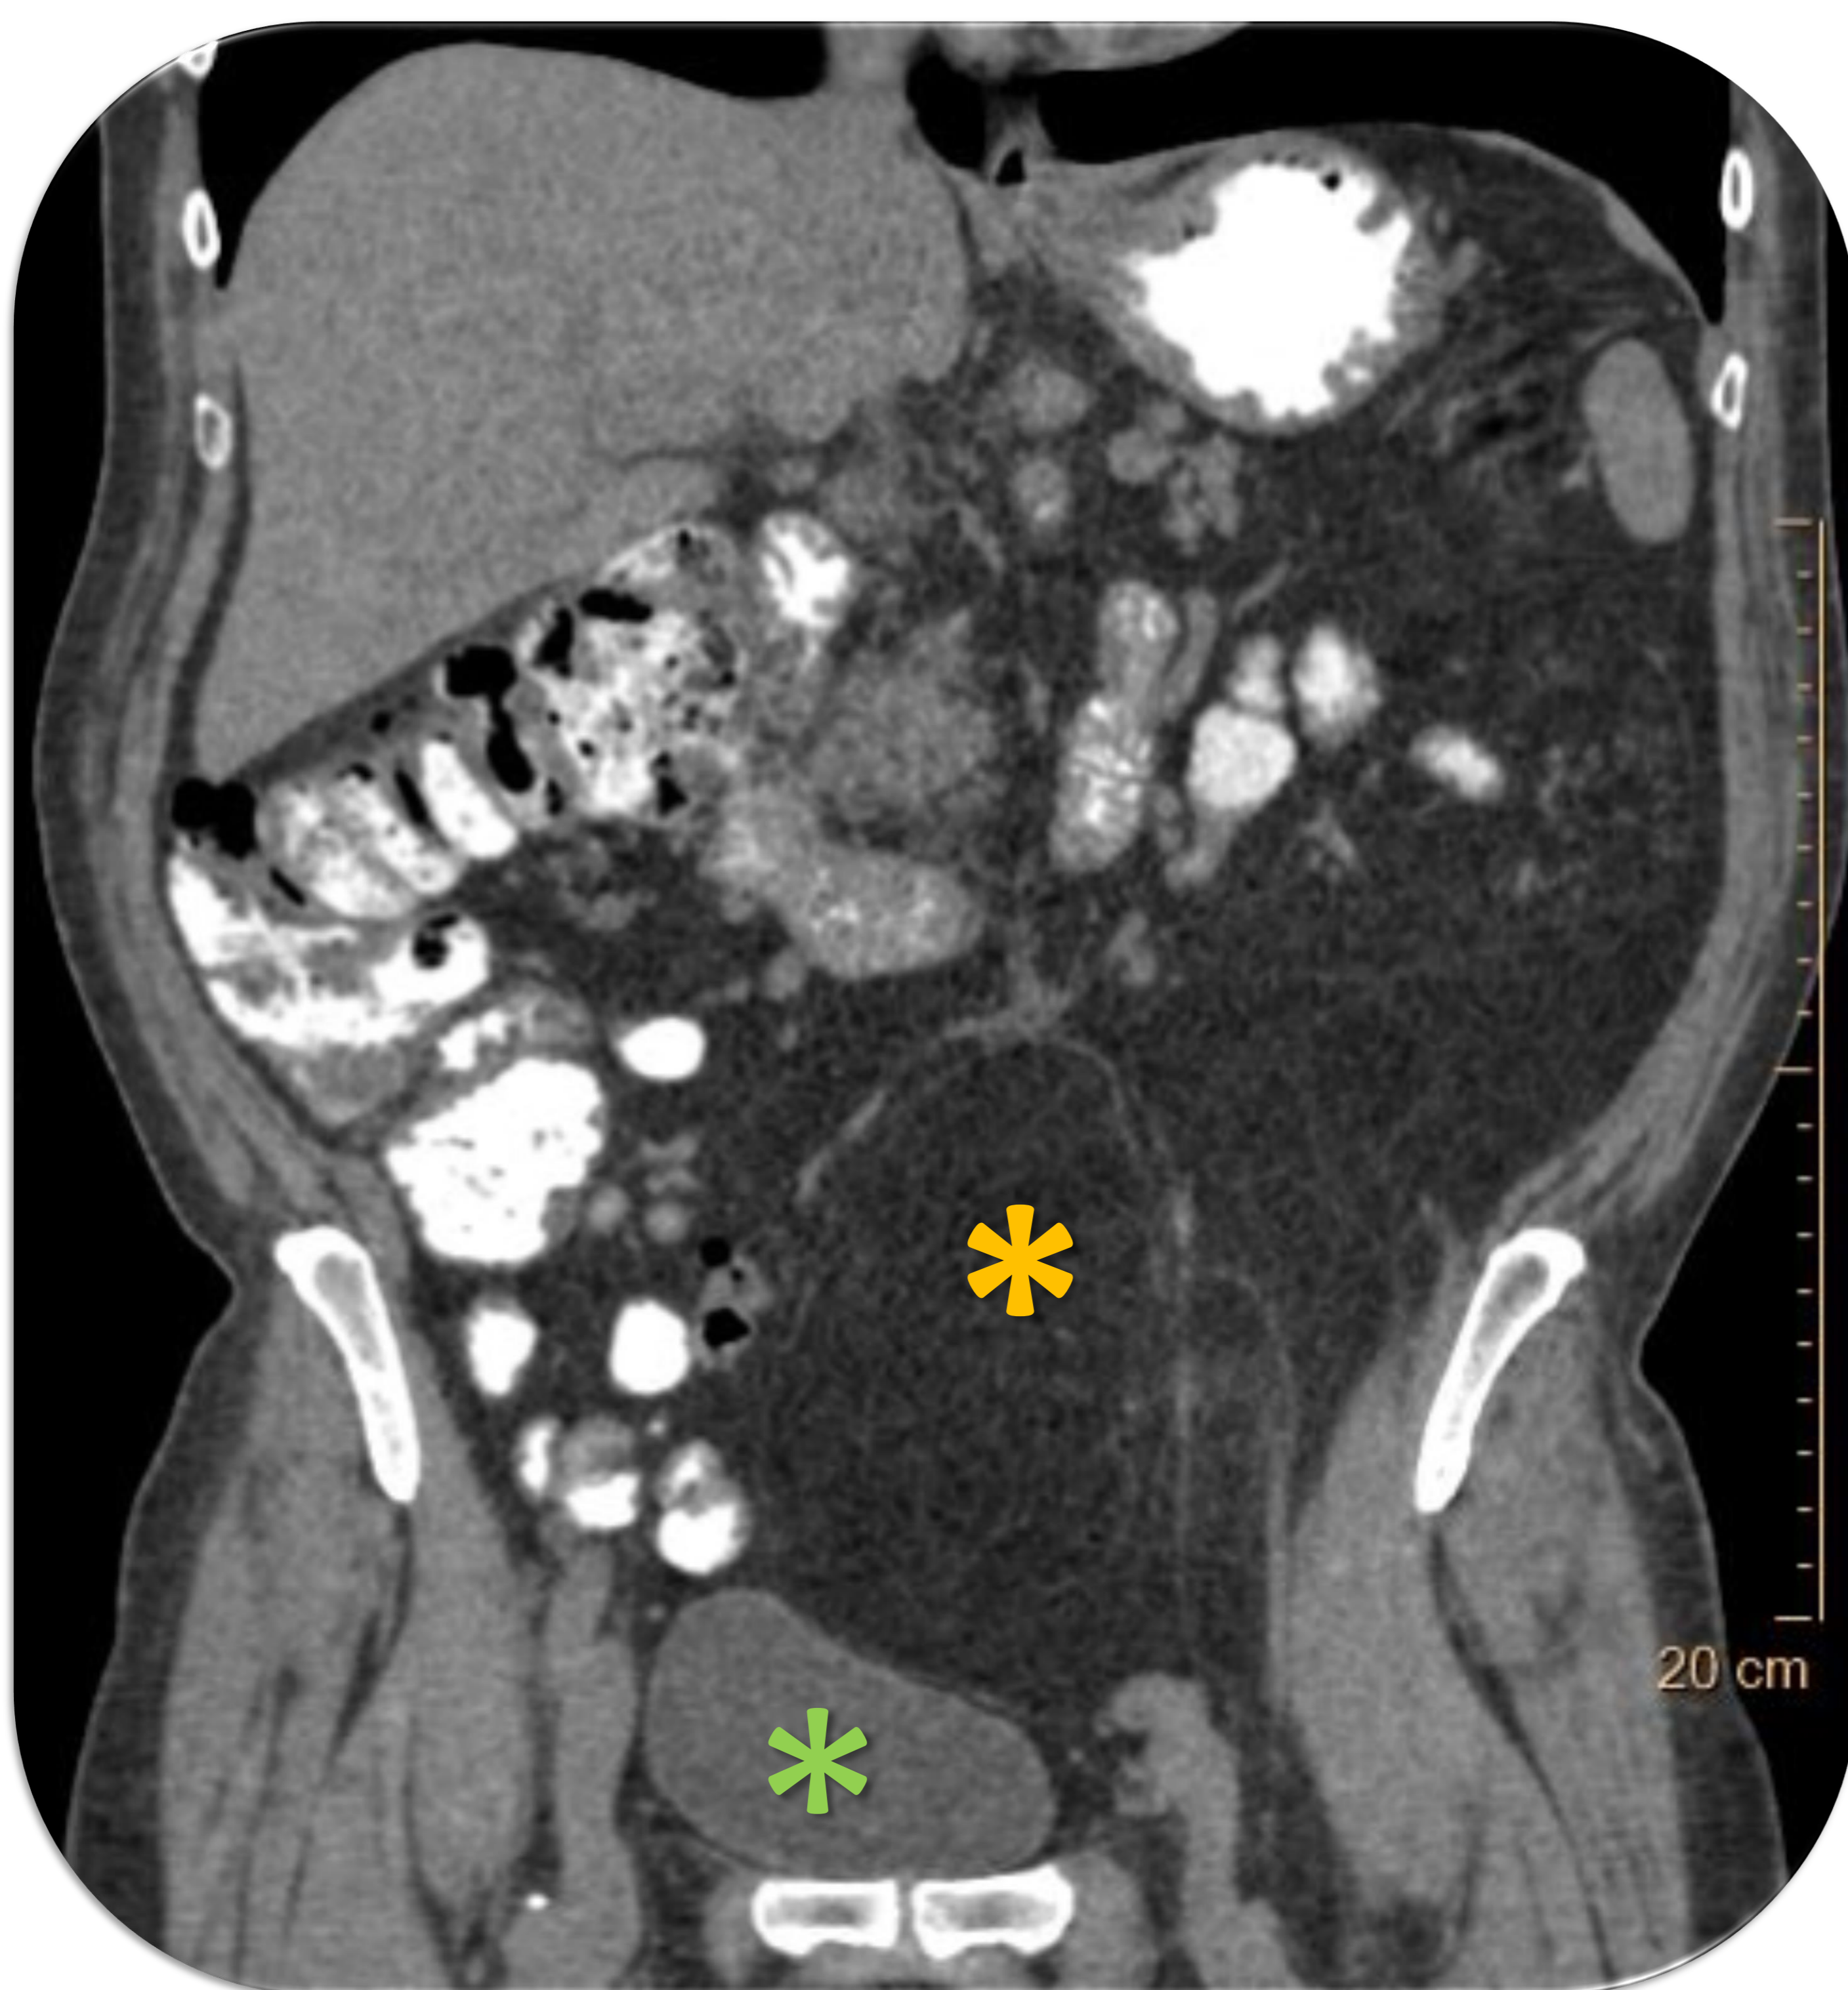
y 2 (TC abdominal con contraste oral baritado y con contraste intravenoso (CIV) en fase portal):
